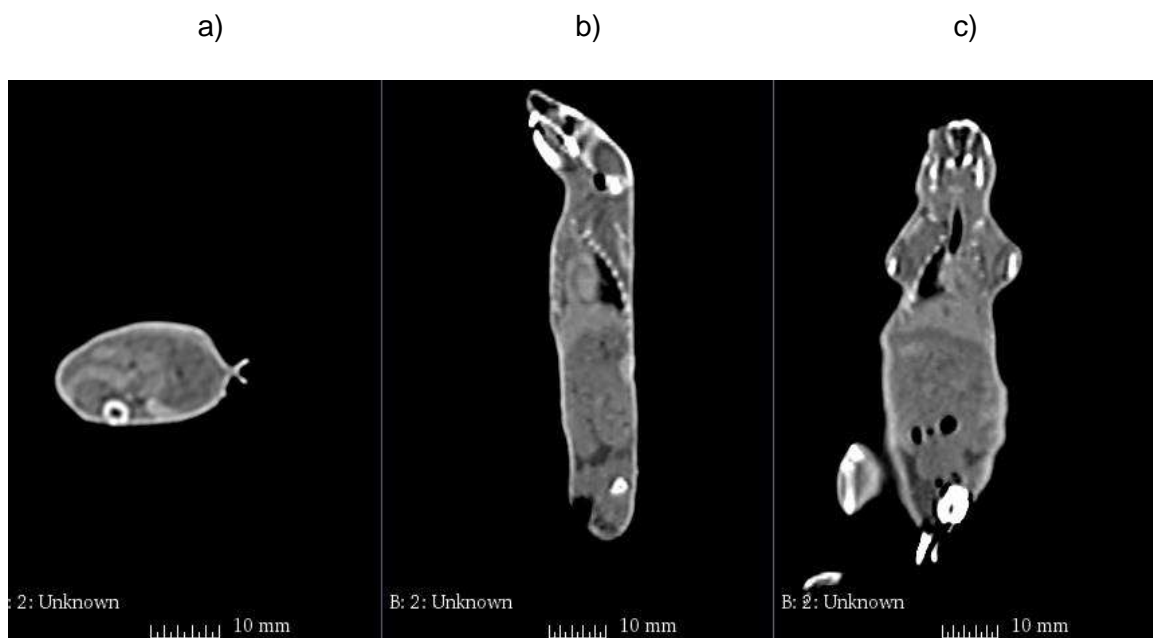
Imagem original de TC de um camundongo C57B: a) corte axial; b) corte sagital; c) corte coronal (Fonte: HU/UFRJ).
